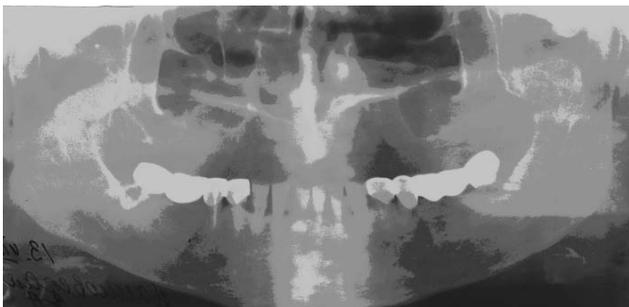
Рентгенограмма больной Л. до лечения.
